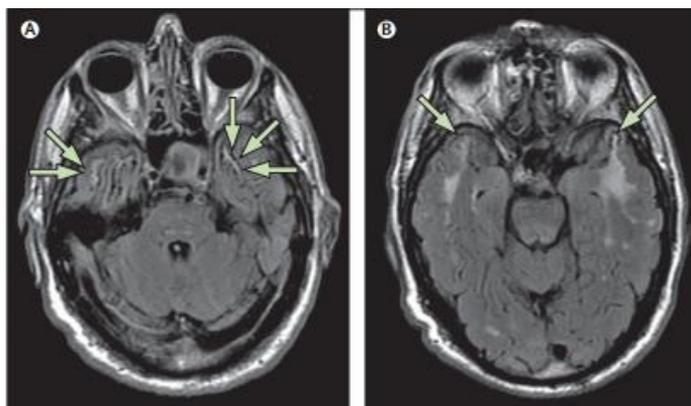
Наличие отеков и демиелинизации. Снимок МРТ (в режиме T2)
